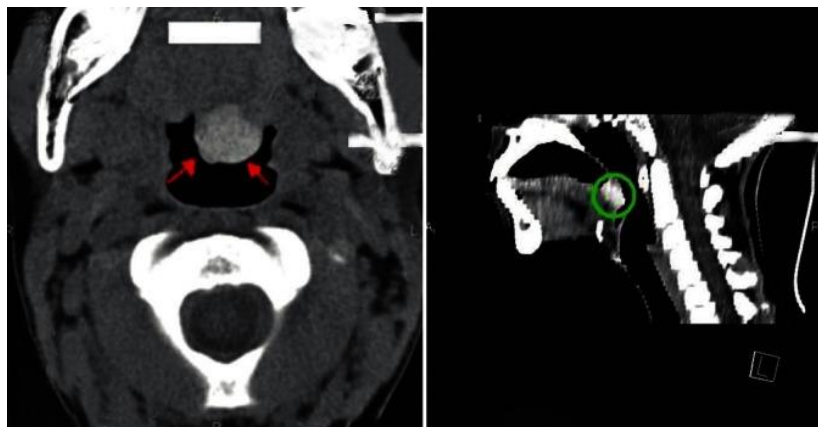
КТ изображение ларингеальной щитовидной железы.
